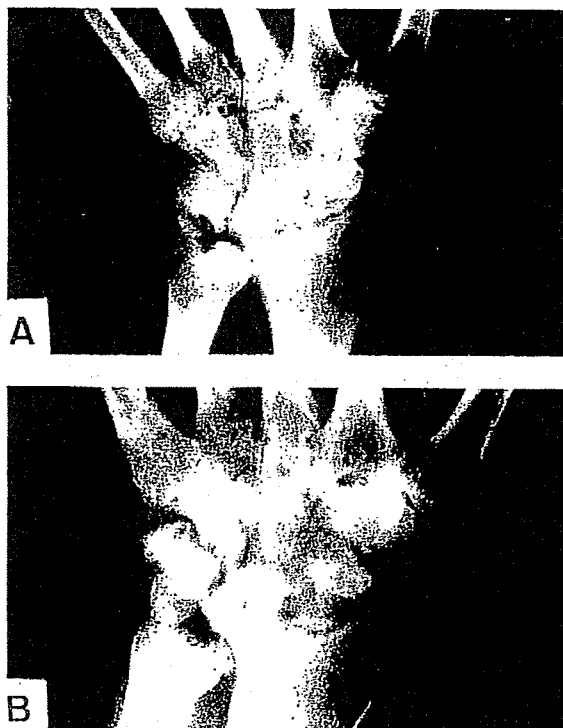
LES群の罹病10年以上での手関節のX線の予後像.
